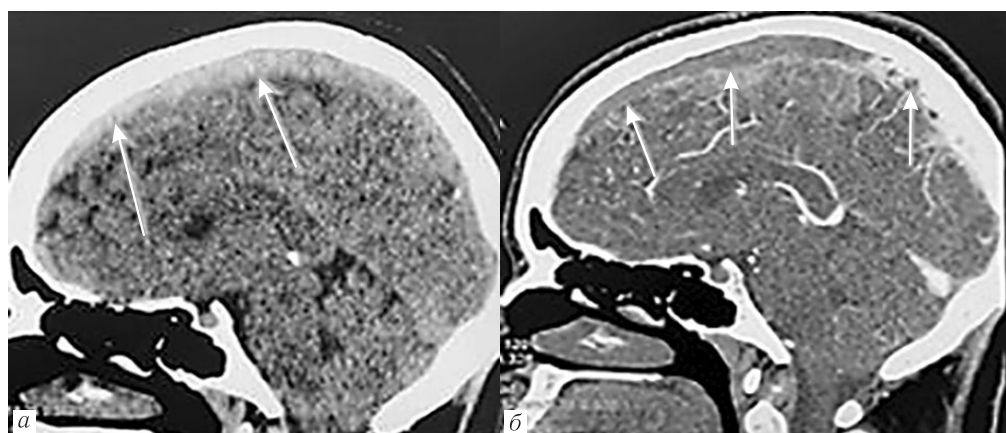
КТ головного мозга и МР-венография пациентки А. КТ головного мозга от 01.09.2021 (начало заболевания). Приведены КТ головного мозга — нативное изображение (*а*) и с внутривенным контрастированием (*б*): *а* — отмечается гиперденсность верхнего саггитального синуса в передней и средней трети (проявление синустромбоза); *б* — на постконтрастных изображениях — отсутствие кровотока по верхнему саггитальному синусу
